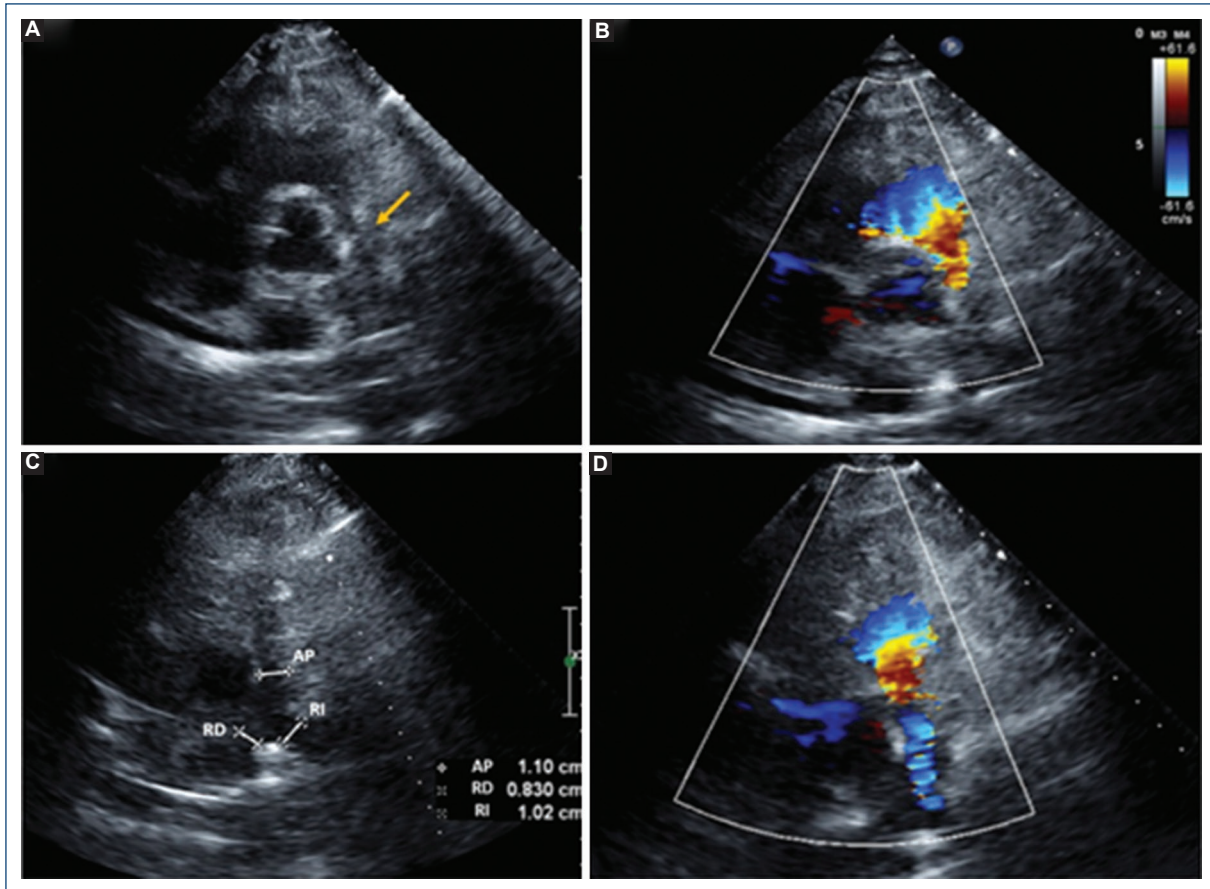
Ecocardiograma transtorácico. A: vista paraesternal en el eje corto a nivel de los grandes vasos en la que se observa la arteria pulmonar con disminución del diámetro de su luz (flecha). B: vista paraesternal en el eje corto a nivel de los grandes vasos, con color; aceleración del flujo Doppler color a través de la arteria pulmonar. C: vista paraesternal en el eje corto con énfasis en la arteria pulmonar; se observa una disminución en el diámetro del tronco de la arteria pulmonar de 1.1 cm, rama derecha 0.8 cm y rama izquierda 1.02 cm. D: aceleración del flujo Doppler color a través de la arteria pulmonar.
